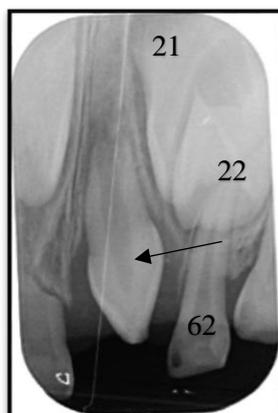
Radiographie pré-opératoire du mésiodens avec mise en évidence de la mésioversion de l'incisive centrale permanente . TEIXEIRA Clémence, MOREAU clothilde, CHU de Nantes.
